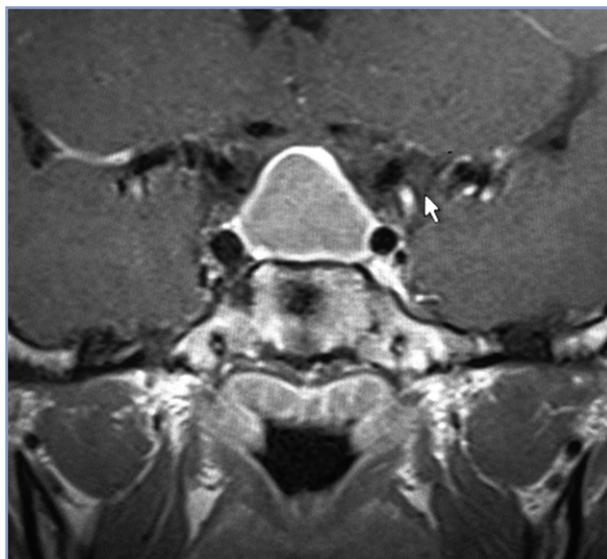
RM sellar con realce periférico "en anillo", característico del absceso hipofisario.
